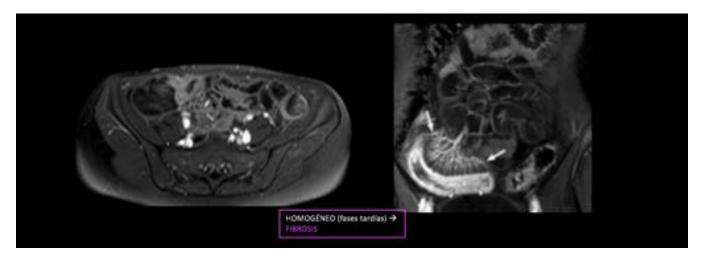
RM abdominal. Secuencia axial WATS y coronal THRIVE con contraste i.v. Realce homogéneo parietal ileal, indicativo de fibrosis.
